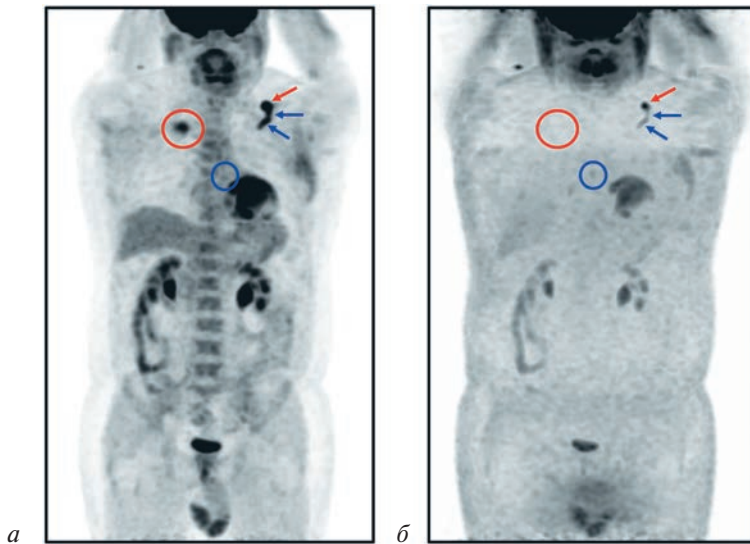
Результаты ПЭТ/КТ с  $^{18}\text{F}$ -ФДГ. Коронарные проекции виртуального трехмерного ПЭТ-изображения с коррекцией аттенуации (*а*) и без нее (*б*). Патологическое накопление  $^{18}\text{F}$ -ФДГ определяется в мягкотканном инфильтрате в левой подключичной области (красные стрелки), по ходу электродов в левой подключичной области (синие стрелки) и в полости правого предсердия (синие круги). В ложе нового электрокардиостимулятора в правой подключичной области (красные круги) на изображениях с коррекцией аттенуации определяется повышенное накопление  $^{18}\text{F}$ -ФДГ, тогда как на изображениях без коррекции аттенуации патологического накопления препарата в данной зоне не выявлено – аттенуационный артефакт
